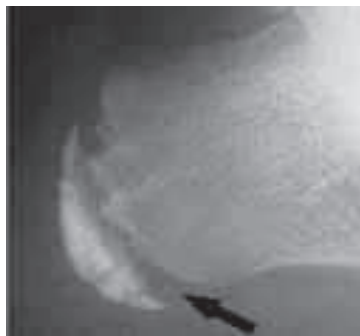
“Malattia di Sever”. Particolare di radiografia in proiezione laterale del calcagno che dimostra l'ampliamento della fisi (freccia) e sclerosi del nucleo di ossificazione apofisario.
